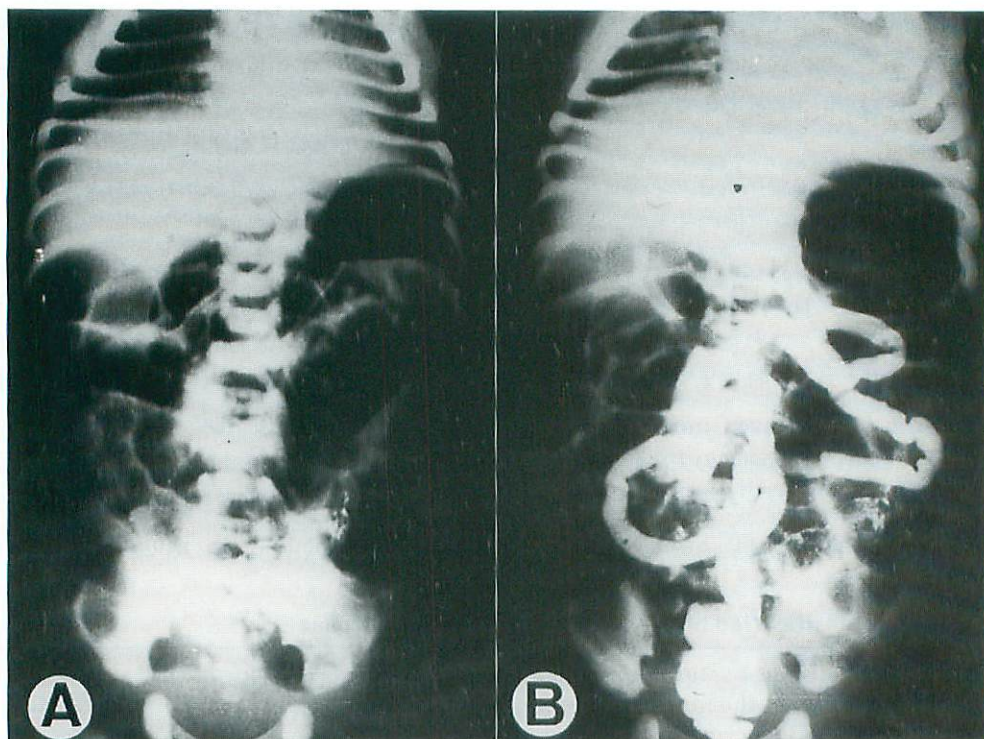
Radiographic findings of a patient with meconium disease.
